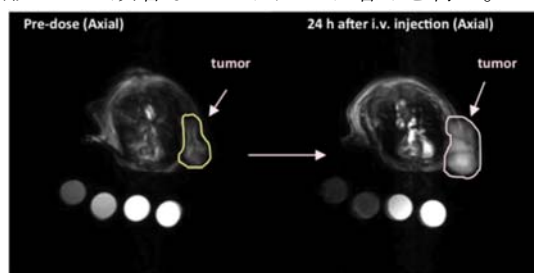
高分子ミセルMRI造影剤によるがんコントラストの増加 (写真左) 投与前 (写真右) 投与24時間後
